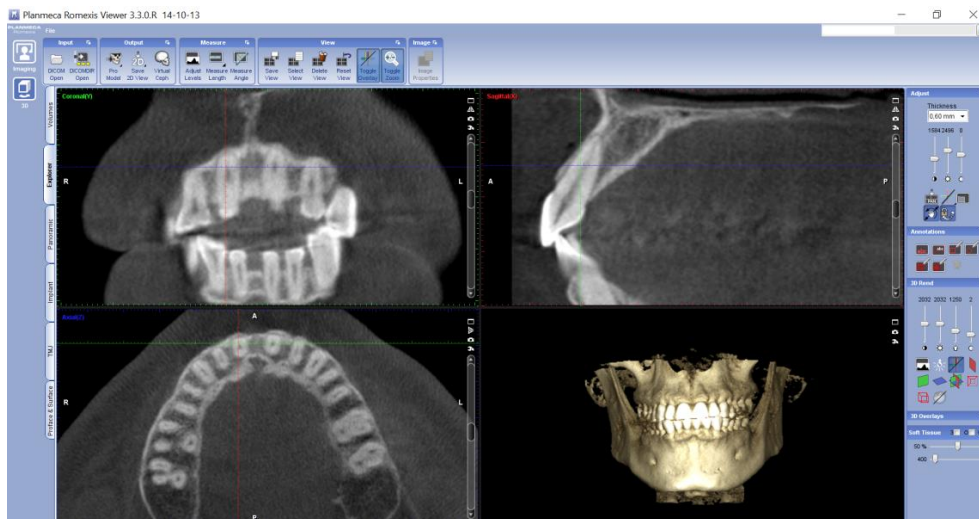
Tomografía computarizada del paciente voluntario
